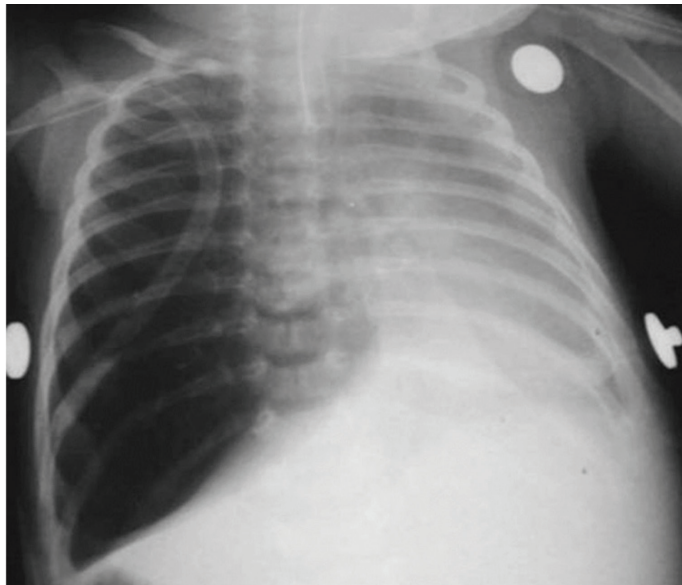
Radiografia de tórax de criança com enfisema lobar congênito diagnosticado erroneamente como pneumotórax hipertensivo à direita. A criança foi encaminhada ao serviço já com o dreno pleural à direita.
